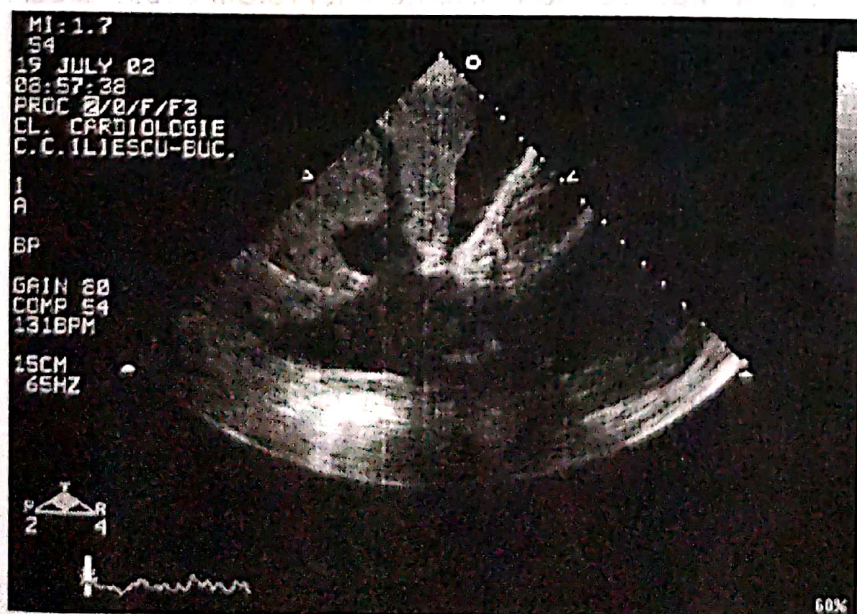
Imagine ecografică subcostală. Se observă dilatarea severă a venei cave inferioare și a venelor hepatice, lichid de ascită în cantitate mică și zone hiperecogene la nivelul peretelui liber al VD.
